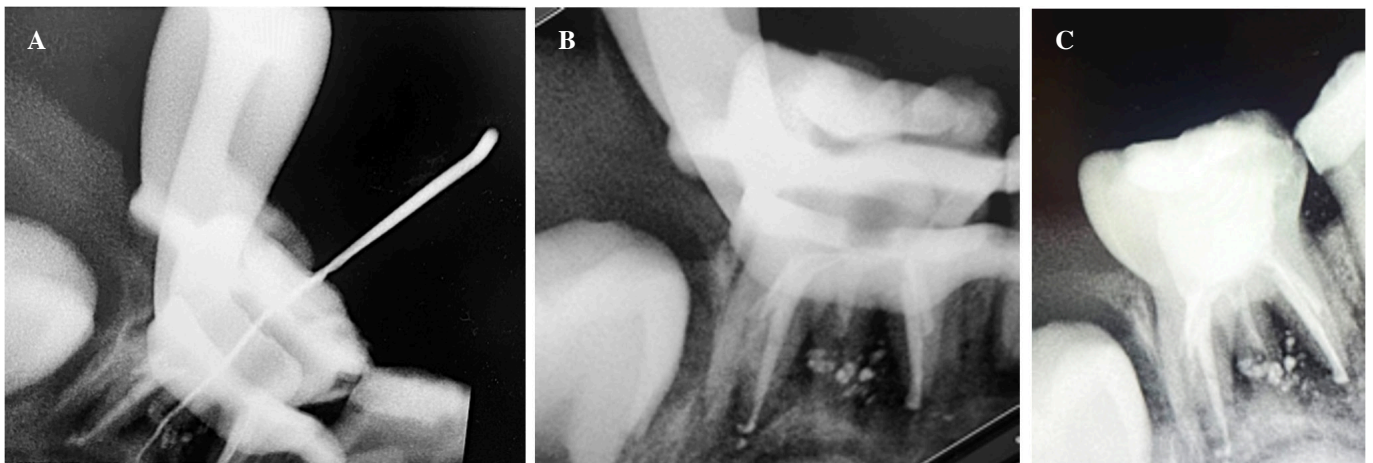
Case report #1. A. Radiograph showing localization of additional canal. B. Immediate obturation control radiograph. C. Immediate postoperative control radiograph.
